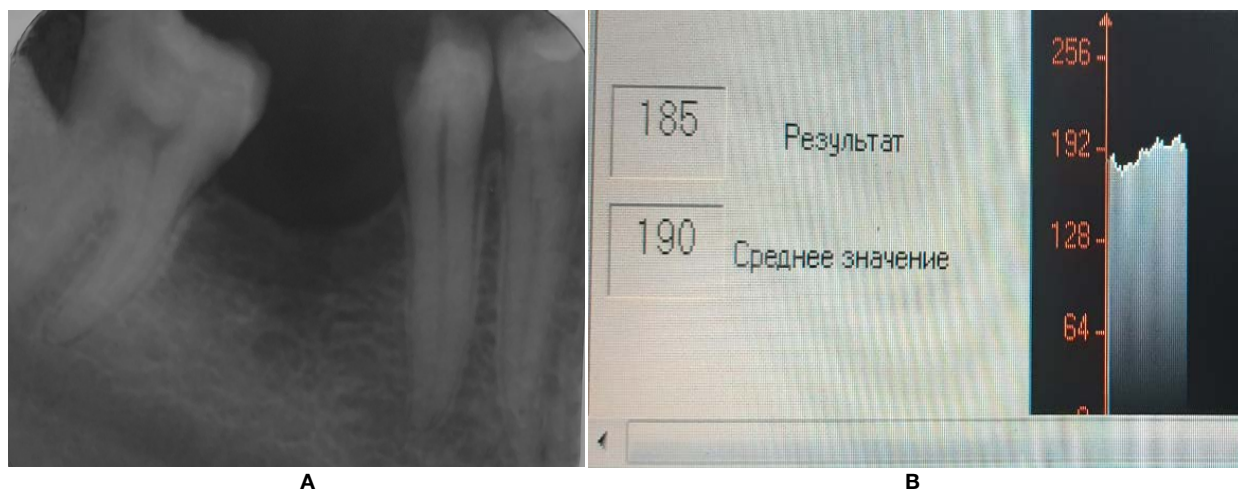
Пациент З., 41 год. Прицельная внутриротовая рентгенография полости рта до одонтопрепарирования зубов 4.5, 4.7. А. Визиографический снимок до одонтопрепарирования. В. Показатели оптической плотности исследуемой области. Ds: Частичное отсутствие зубов. Включенный дефект в боковом отделе
